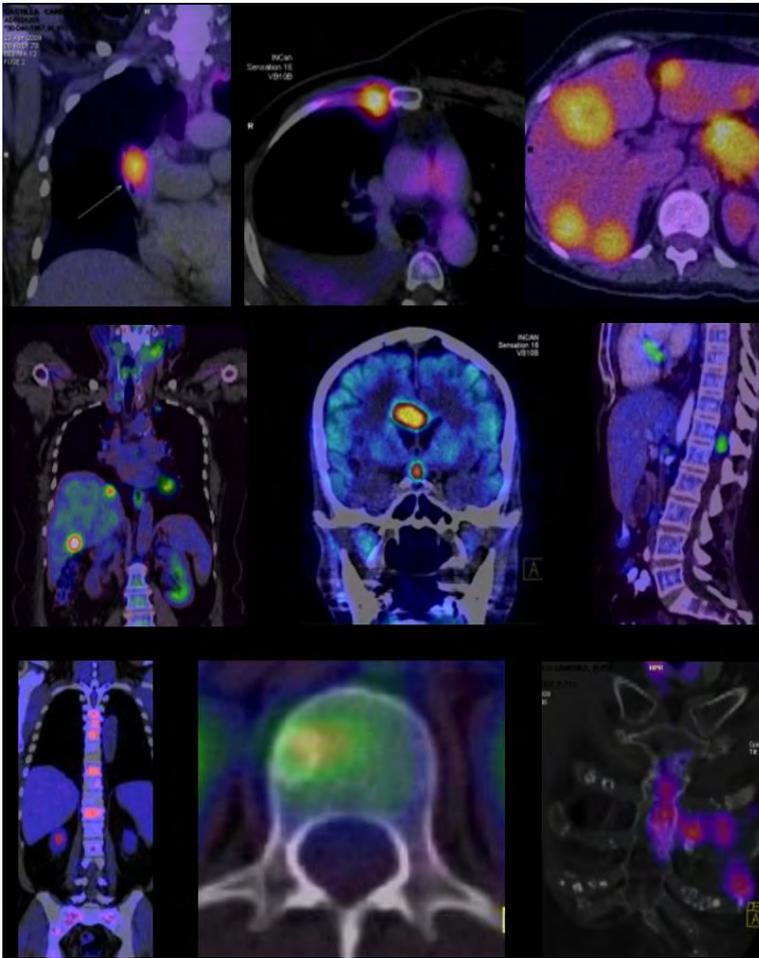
PET/CT. Se muestra actividad tumoral en diversos sitios anatómicos.
